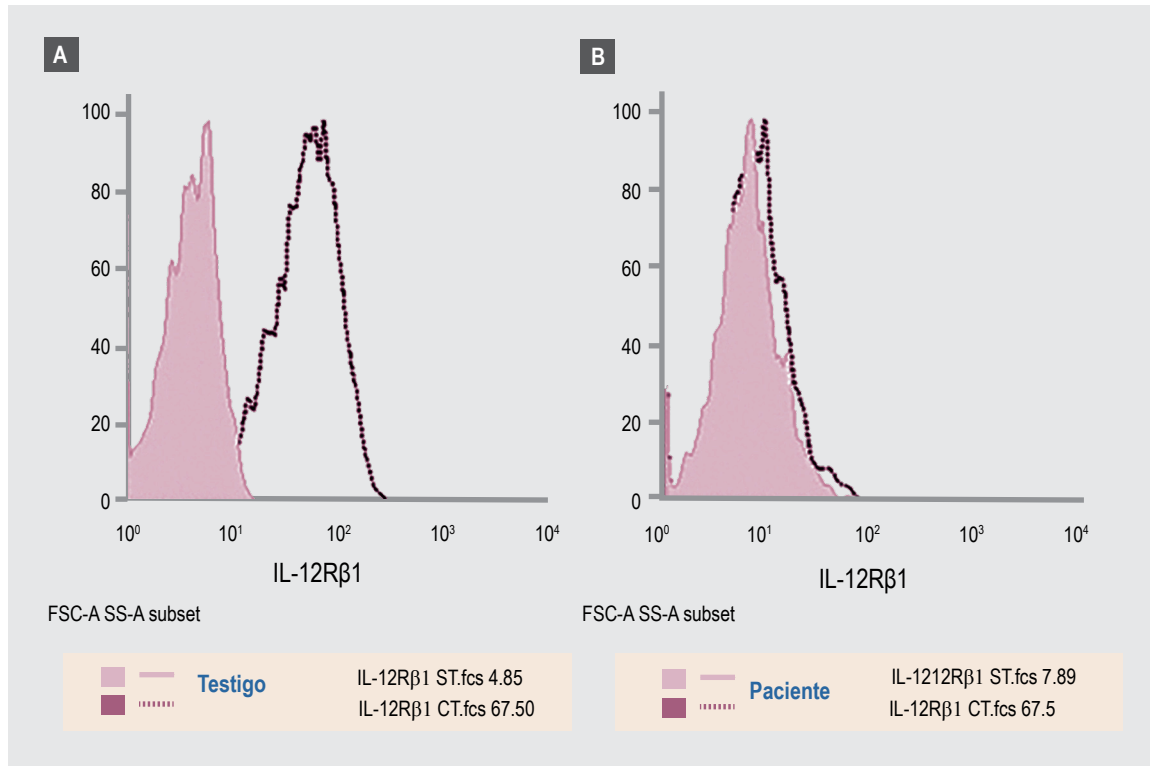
Medición de la expresión de receptor IL-12Rβ1. Las células mononucleares estimuladas con fitohemaglutinina durante 72 horas, se tiñeron con anticuerpo monoclonal contra IL-12Rβ1. En el testigo sano (A) y en la paciente (B) se comparan los histogramas de las células sin tinción (ST) y con anticuerpo (CT). La paciente tuvo ausencia de expresión del receptor IL-12Rβ1.
